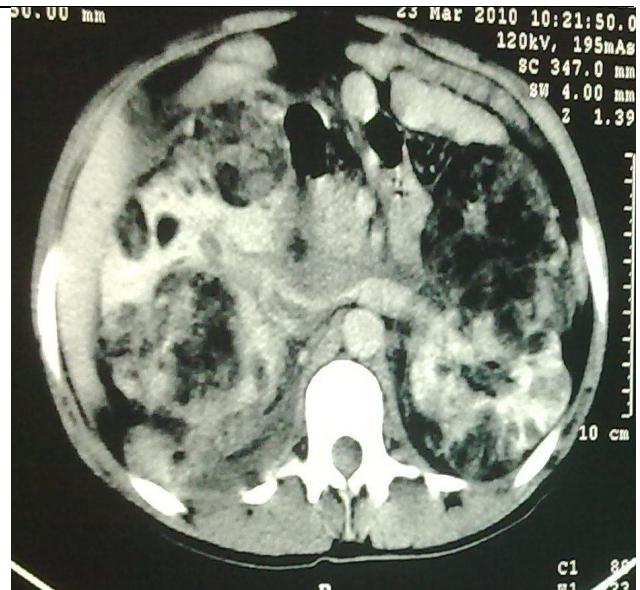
TDM chez la même patiente après injection de produits de contraste.
